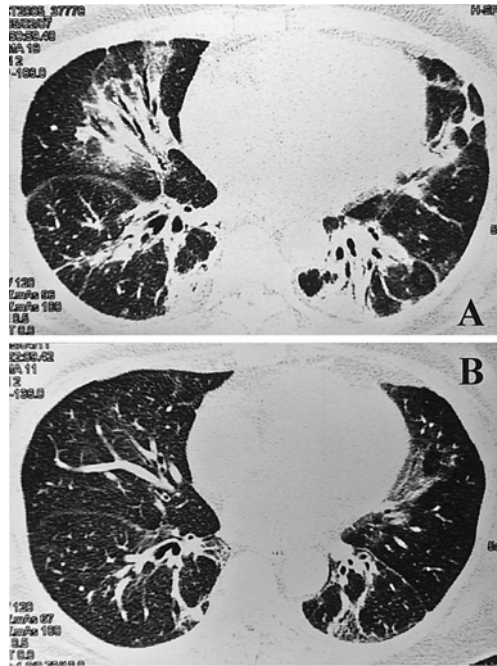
A: Chest CT scan showing bilateral consolidations marked in the area along the broncho-vascular bundle. B: Chest CT scan taken two months after the initiation of corticosteroid therapy.
